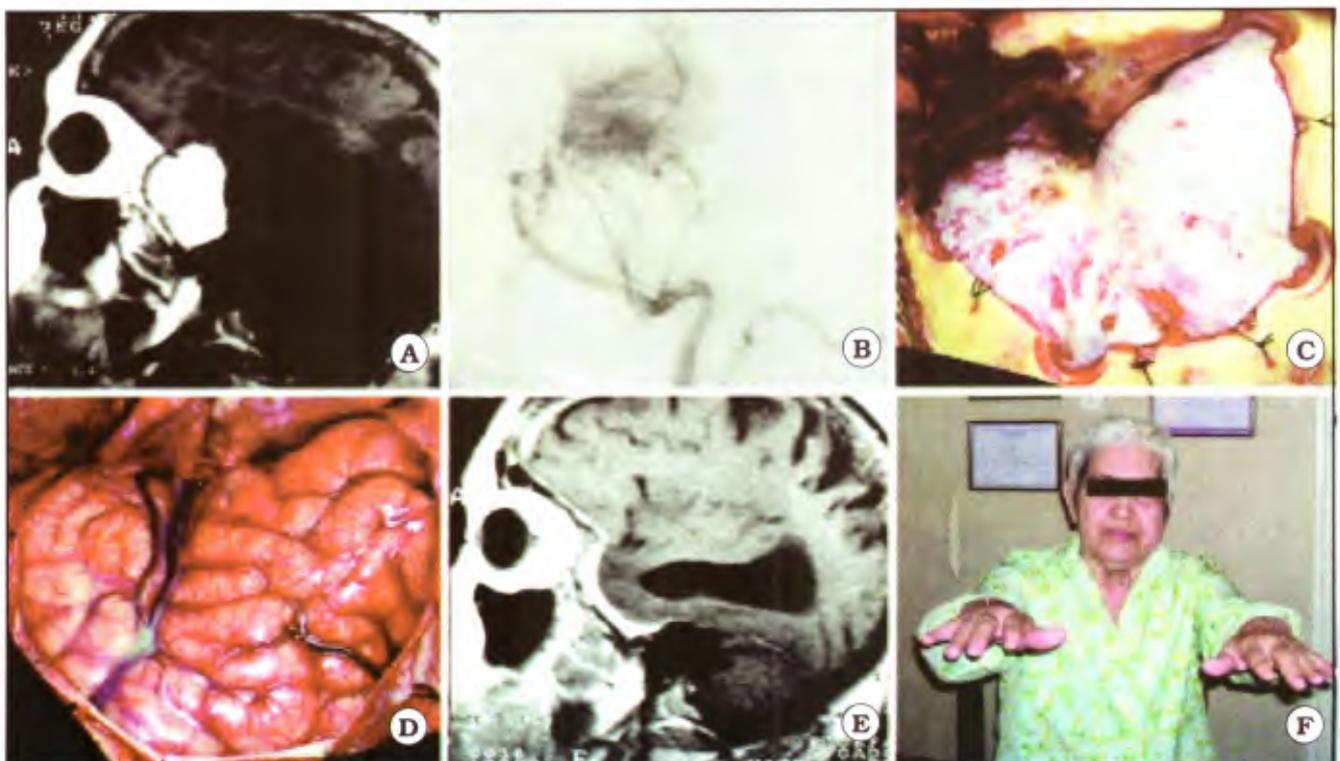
Caso 2 de la Tabla 1. Mujer de 72 años, que presenta meningioma del ala del esfenoides del lado izquierdo. A. IRM preoperatoria, corte sagital. B. Arteriografía preoperatoria, mostrando irrigación fundamentalmente de ramas de la arteria maxilar. C. Exposición de la duramadre luego de realizada la craneotomía. D. Exposición del cerebro luego de abrir la duramadre. E. IRM postoperatoria, corte sagital. F. Foto de la paciente luego de la cirugía.
